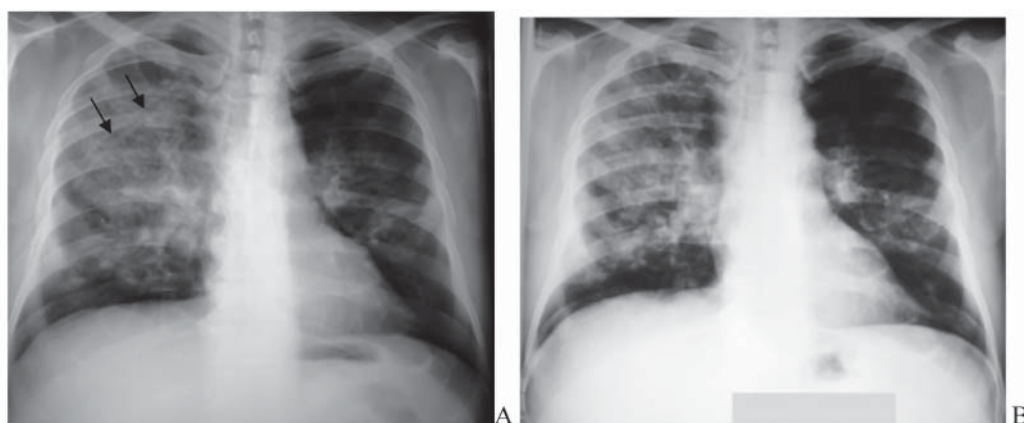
A – radiografia toracelui efectuată după drenarea cavității pleurale (5.V.2011) denotă rezolvarea pneumotoraxului pe dreapta (drenul aplicat – săgeți; B – la radiografia toracelui efectuată peste 2 luni atestăm persistența aceluiași leziuni pulmonare, deși clinic prezenta o agravare a simptomatologiei.
